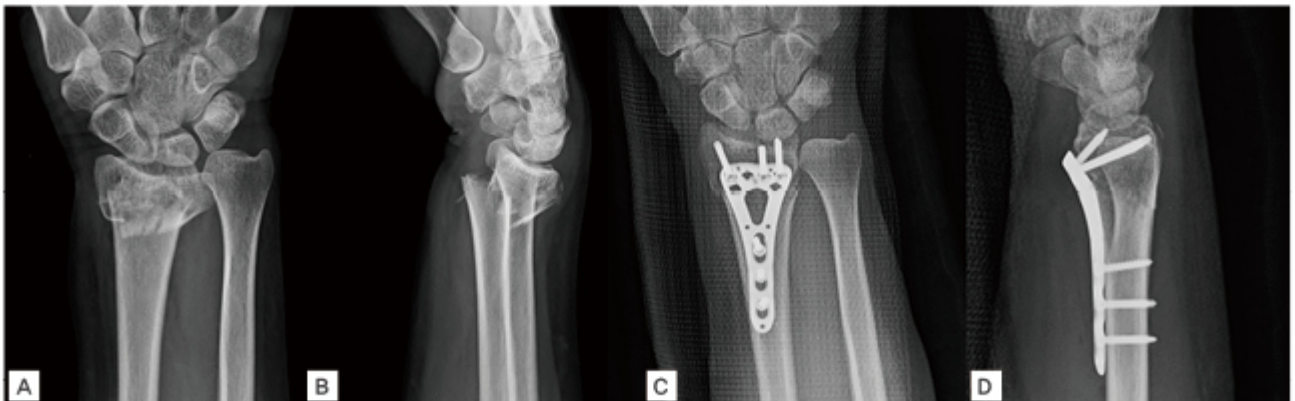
단순 방사선 사진 상 전형적인 원위부 요골 골절이 관찰된다 <A, B>, 관혈적 정복술 및 수장부 잠김 금속판 고정술 후 단순 방사선 사진 상 <C, D> 전위 및 각형성되었던 원위 요골이 원래 형태로 정복된 것을 확인할 수 있으며 금속판과 나사못으로 잘 고정되어 있다.
